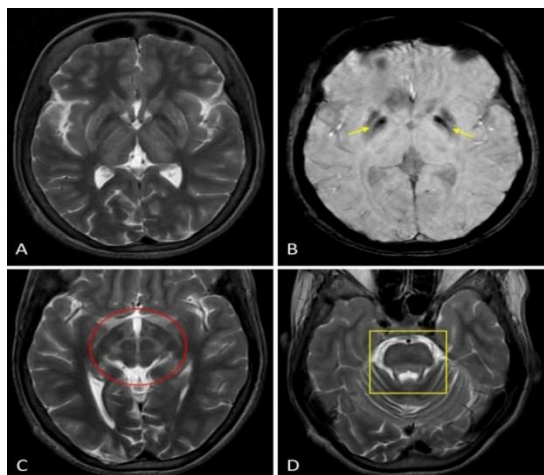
МРТ головного мозга при гепатолентикулярной дегенерации. Т2-взвешенное изображение: симметричные гиперинтенсивные изменения в области базальных ядер (путамен, таламус), характерные для накопления меди.
